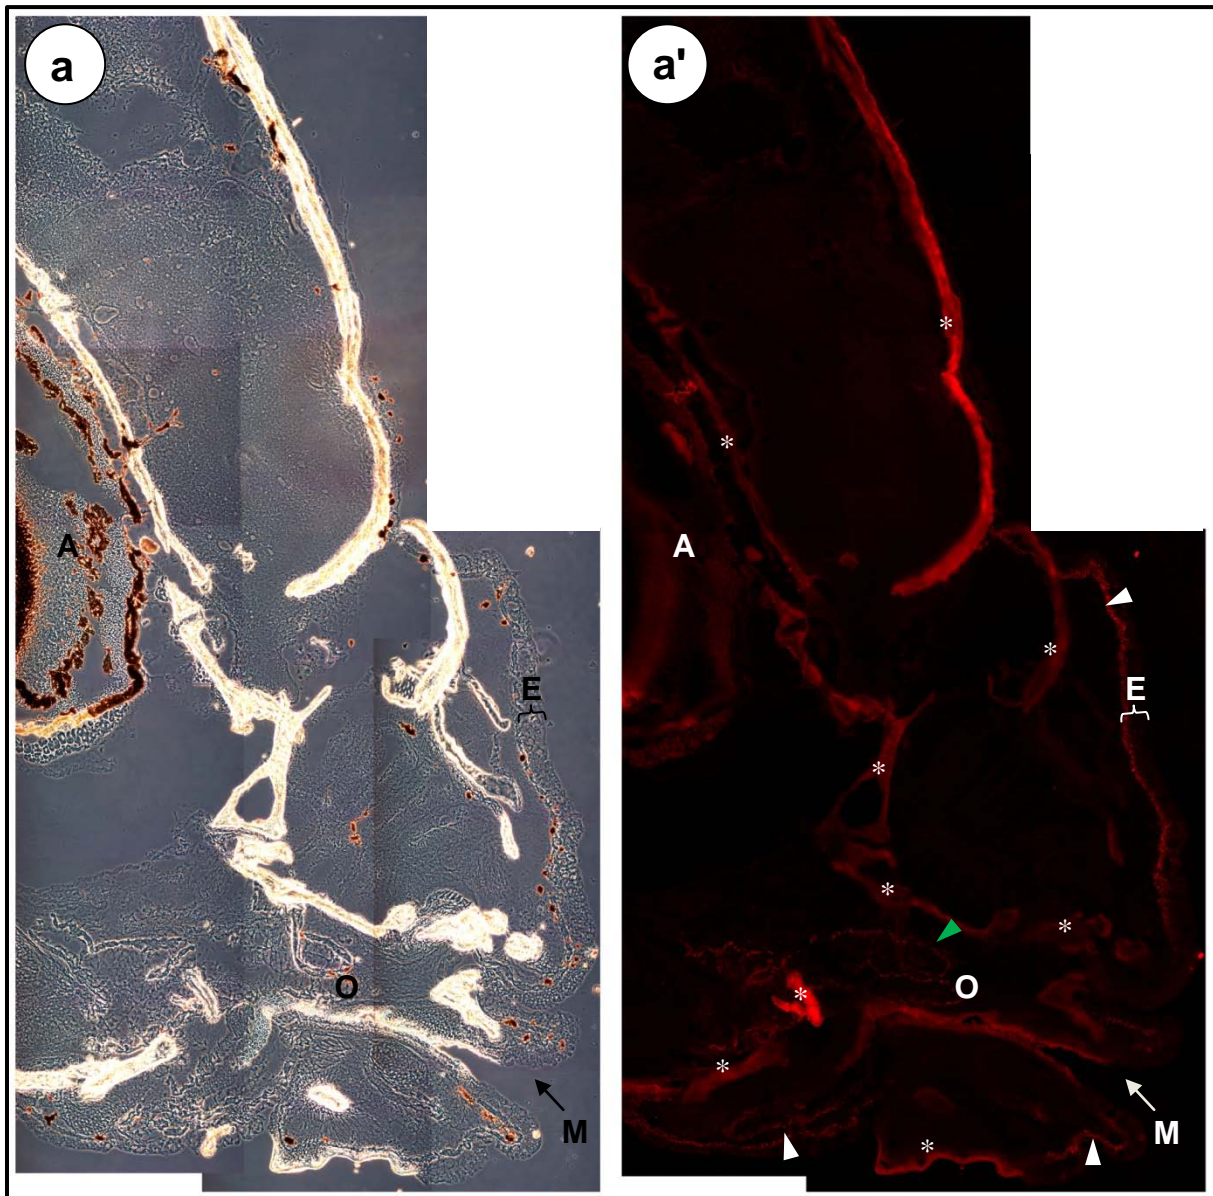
Immunfluoreszenzmikroskopie an 10 µm dicken Gefrierschnitten vom Kopfbereich des Zebrafährlings *Danio rerio* (längs geschnitten) inkubiert mit dem Anti TK γ -Antiserum
